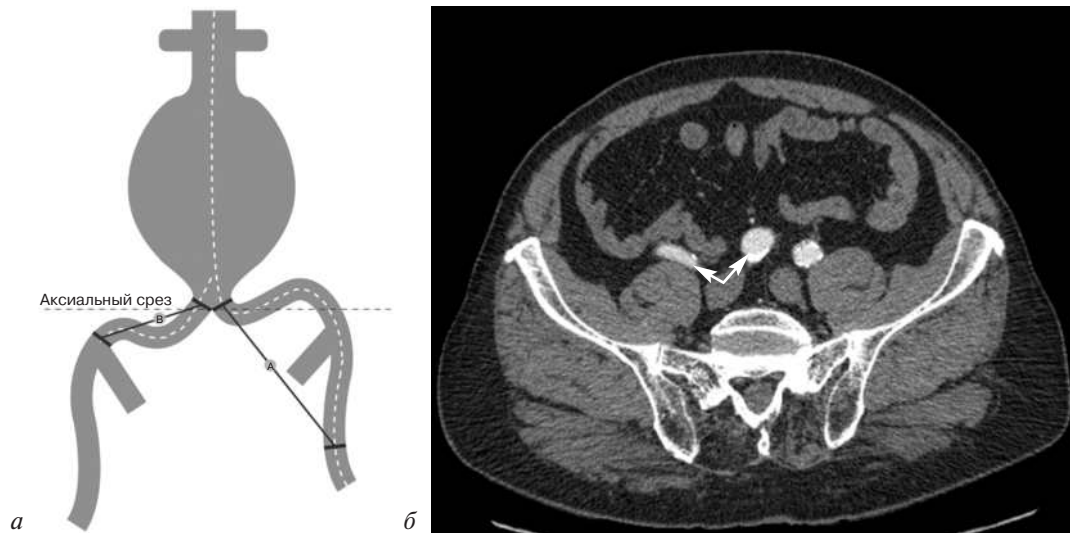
Расчет индексов извитости подвздошных (А) и общей подвздошной (В) артерий (а), аксиальный срез КТ: «двойная подвздошная артерия» (б). Стрелками показана правая ОПА
